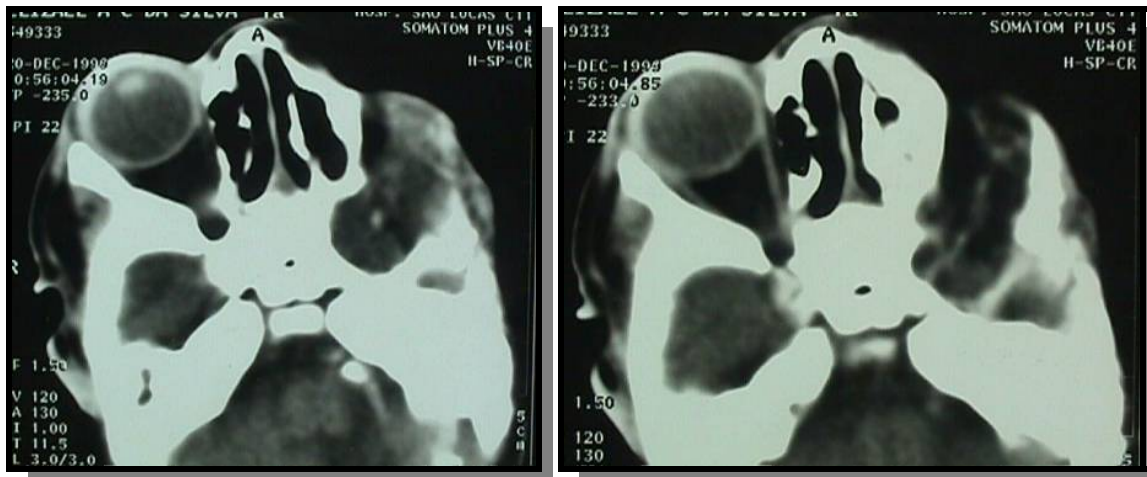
TC de órbita, revelando ausência de globo ocular esquerdo.
